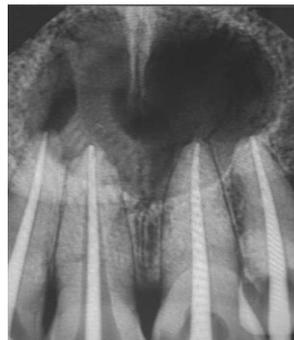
A. Gambaran radiograf gigi 12, 11, 21, dan 22 tampak gambaran lesi periapikal berukuran besar yang berbatas jelas dan membulat diduga kista periapikal; B. Lesi periapikal gambar 2A diperbesar pada gambar 2B, dan didapatkan ukuran lesi kira-kira 18,94 mm x 14,04 mm
